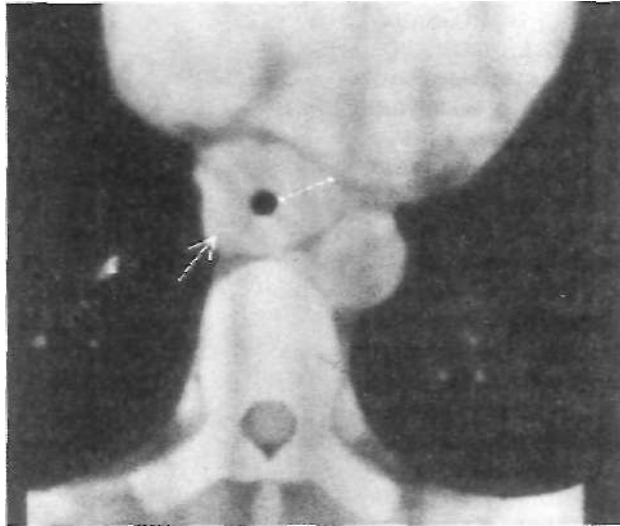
Компьютерная томограмма органов грудной клетки. Рак средней трети пищевода. Резкое циркулярное утолщение стенок органа с сужением просвета.
